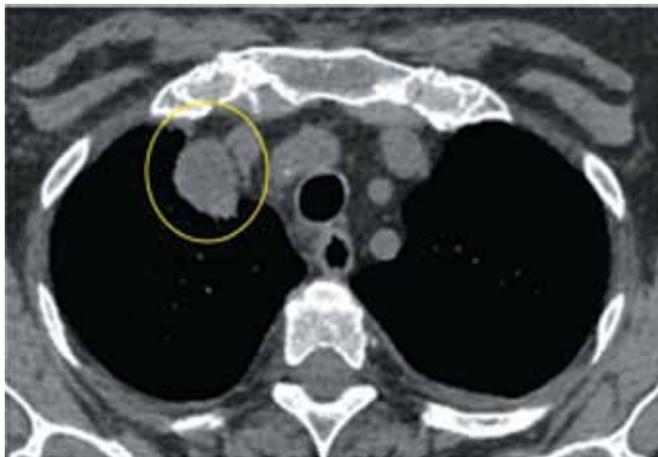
Пациентка Т. МСКТ органов грудной клетки от 28.07.2020 г. Определяются увеличенные загрудинные лимфатические узлы
